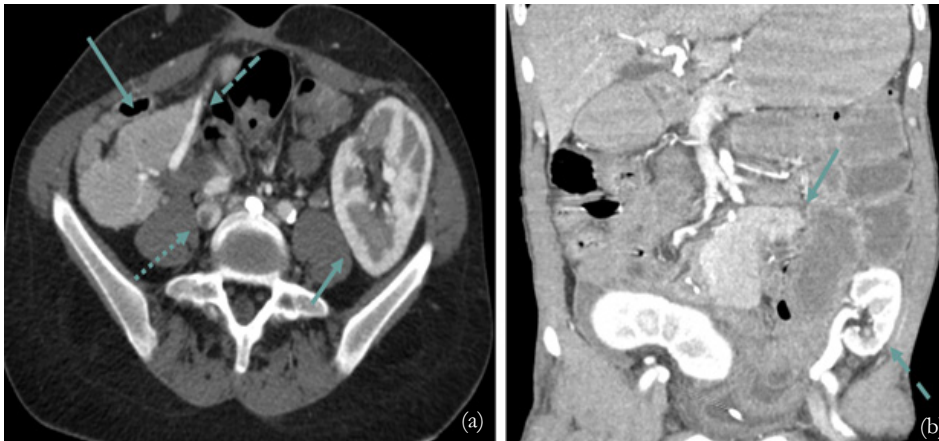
TC (com contraste e.v., fase arterial tardia) de transplante pancreático-renal simultâneo. (a) Permite observar o parênquima de ambos os enxertos (→), as anastomoses e possíveis complicações, como um trombo na VCI (seta puntiforme). Veia esplênica normal assinalada a -->. (b) Reformatação coronal noutro doente que já tinha sido submetido a um primeiro transplante renal (->), que fracassou. O parênquima do enxerto pancreático apresenta-se sem alterações (→). Note os fios metálicos de sutura adjacentes à duodeno-jejunostomia.
